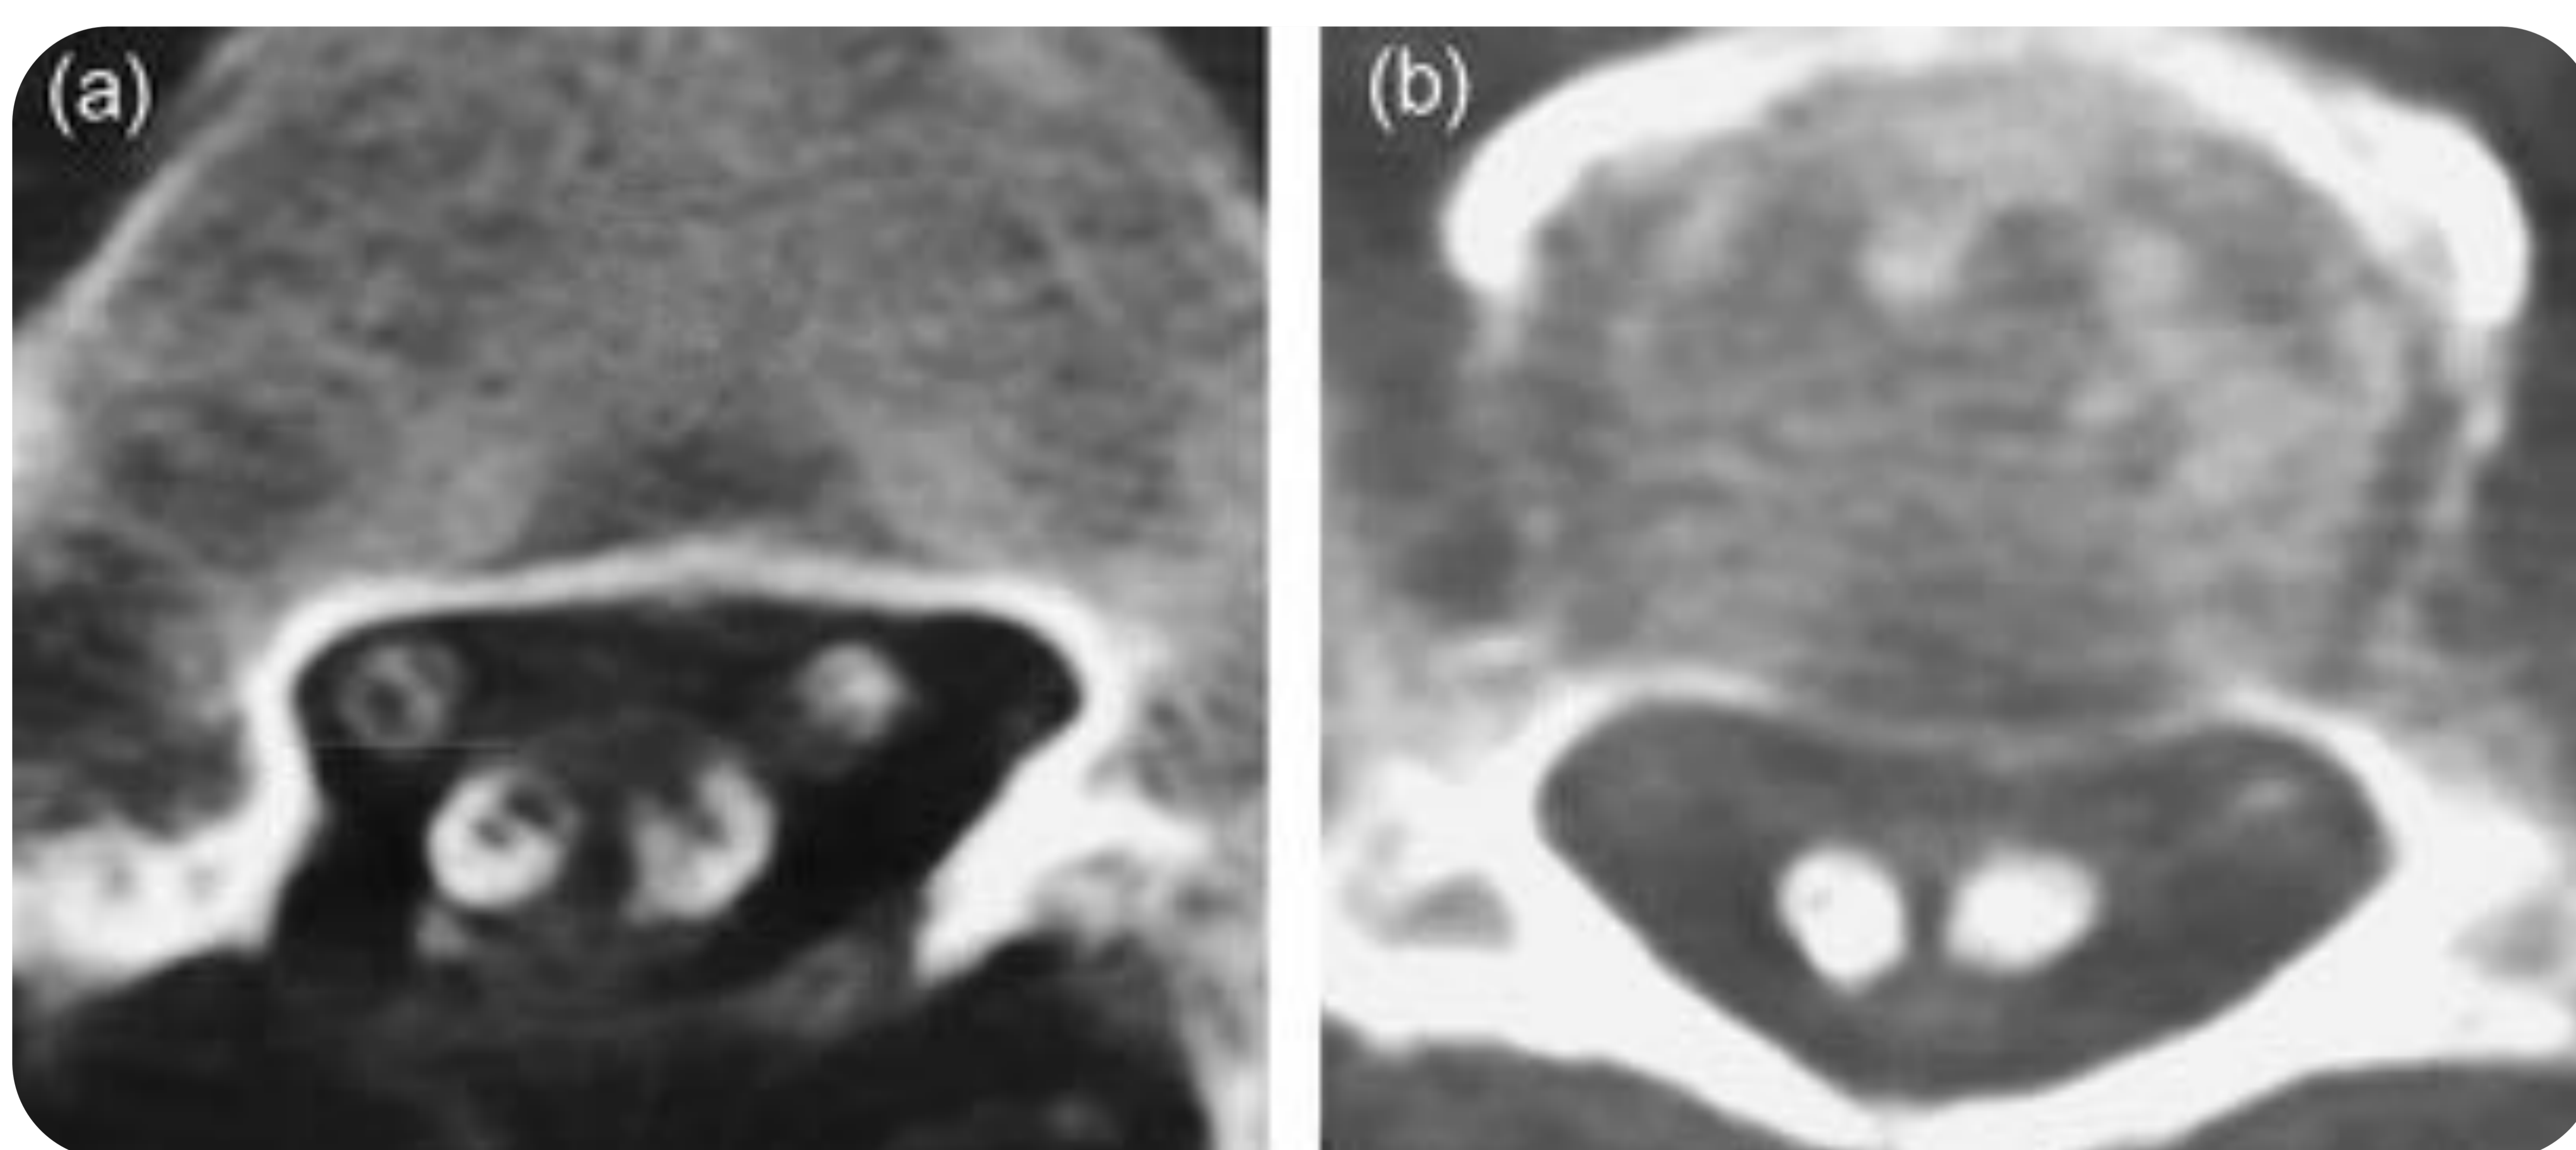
Paciente de 46 años con antecedentes de laminectomía L4 con dolor lumbar recidivante. Imágenes axiales de Mielo-TC a nivel de S1 (fig. 6a) y S3 (fig. 6b) en donde se evidencia un septo fino en línea media con relleno de contraste normal de la vaina de ambas raíces S1, que se extiende distalmente hasta la terminación del saco tecal.
